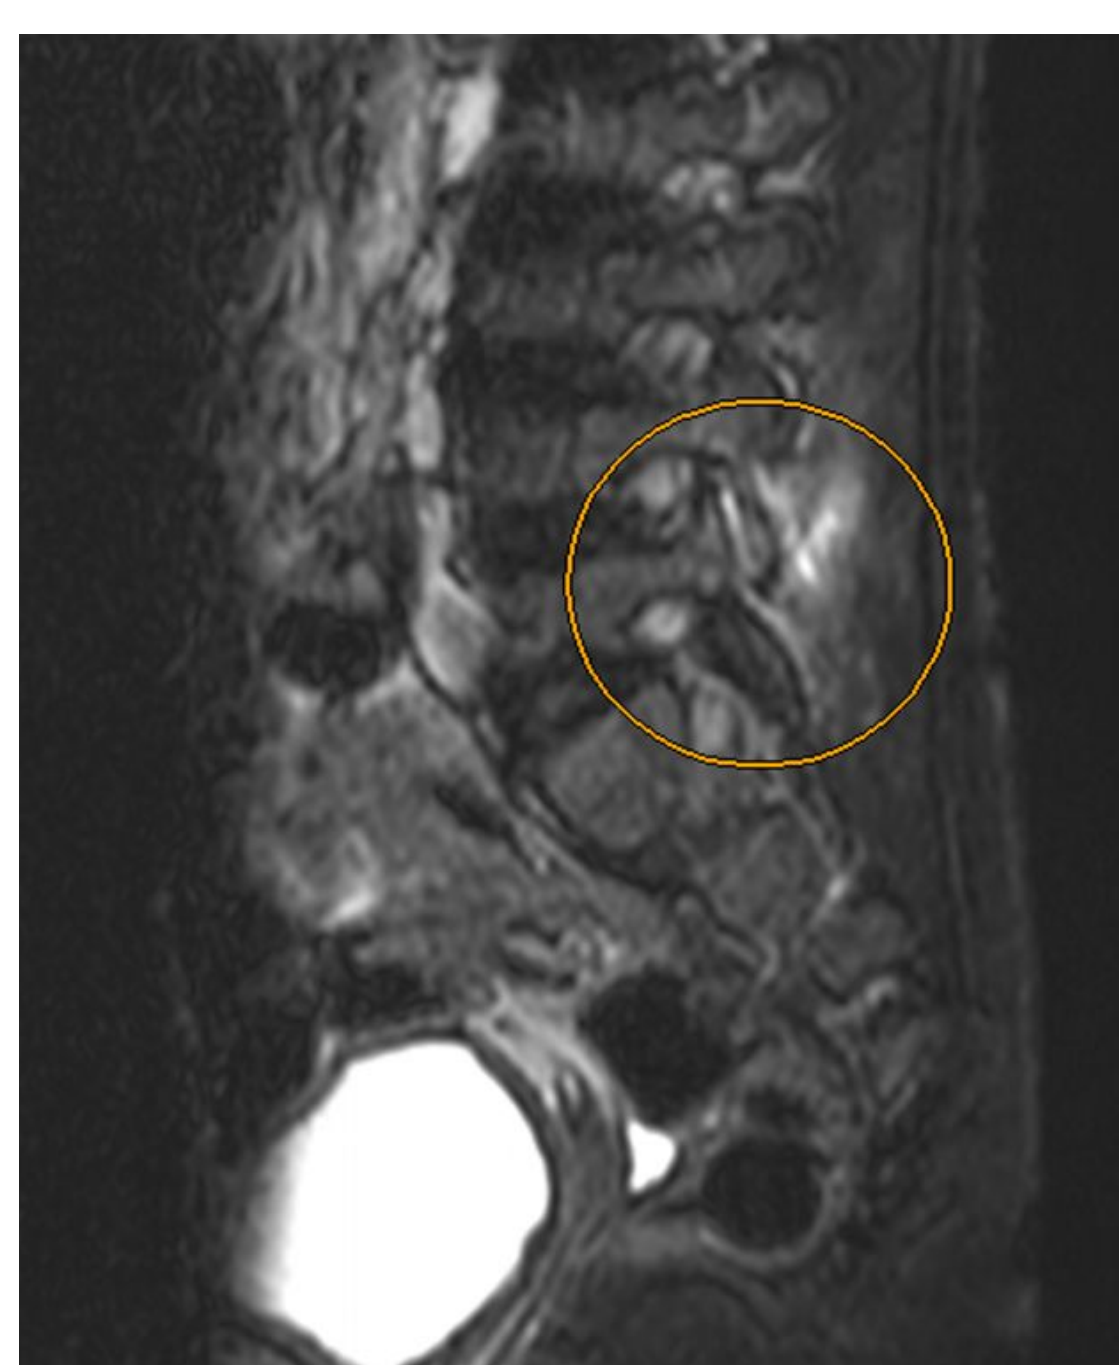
RMN muestra alteración de la articulación interfacetaria izquierda L4-L5 con líquido articular y colección, que en éste caso no se puncionó.
